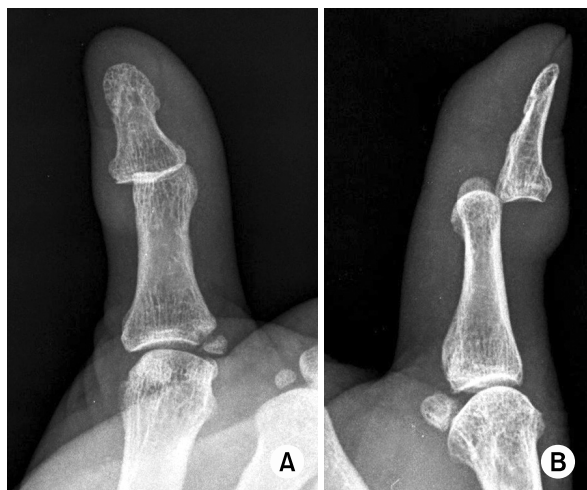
Preoperative anteroposterior (A) and lateral (B) X-ray of the thumb show dorsal dislocation of interphalangeal joint and old avulsion fracture of the base of the proximal phalanx.
